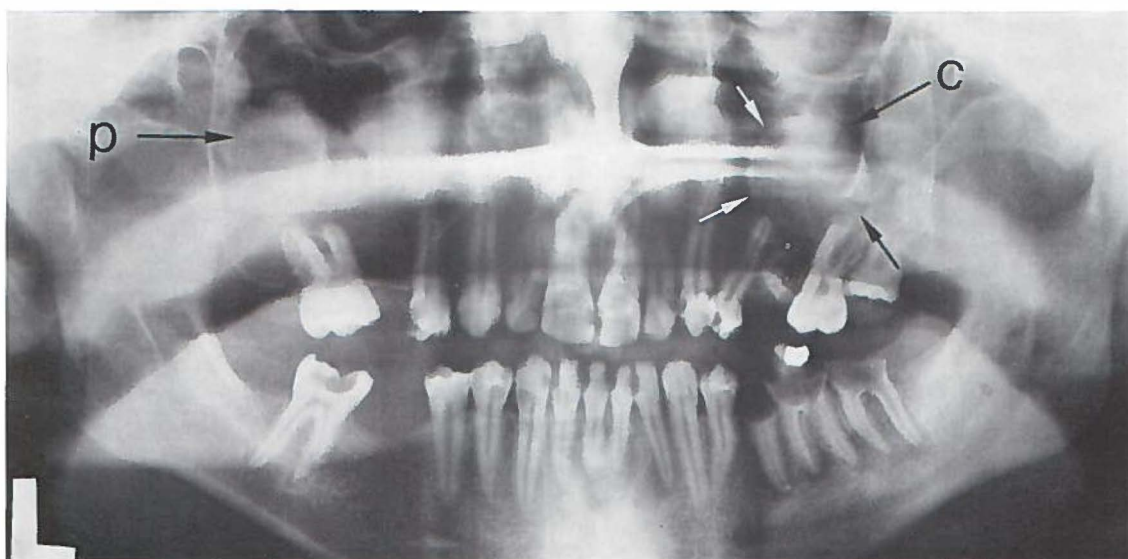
Verdikt slijmvlies ten gevolge van een chronische odontogene sinusitis links (p), veroorzaakt door periapicale granulomen aan de P₁ en de M₁ s.s. In de rechter sinus is een antrumcyste (c) aanwezig; deze zijn vooral door middel van een orthopantomogram duidelijk zichtbaar te maken (Pk. 68/433).
